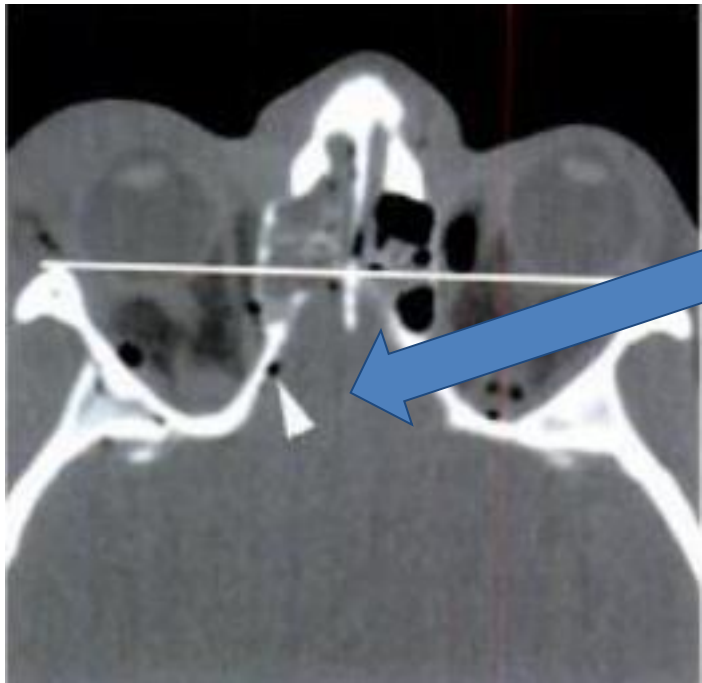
TDM en coupes coronale (a), sagittale (b) et axiale (c). Fracture comminutive du toit de l'orbite gauche et de la lame criblée (flèche) droite avec pneumencéphalie (tête de flèche). Esquilles osseuses intra-orbitaires conflictuelles sur le muscle droit supérieur (*) et venant en contact avec le globe oculaire.
